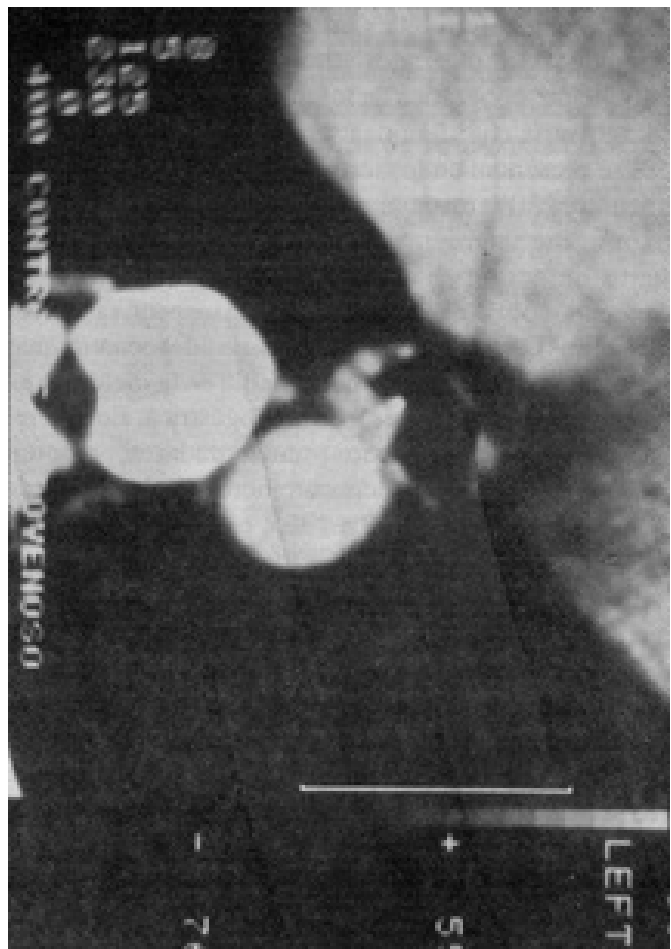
Tomografía axial computada de mediastino que ilustra lesión en tercio distal del esófago, con aparente buen plano de disección con la aorta.
